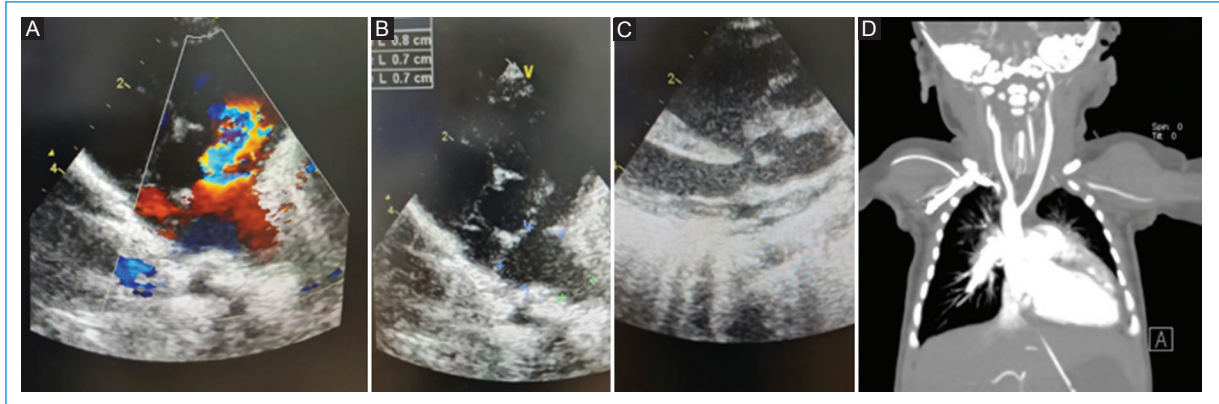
Hallazgos ecocardiográficos y angiográficos. A: se observa el anillo de la válvula pulmonar con dilatación aneurismática de las ramas de la arteria pulmonar y aliasing doppler a nivel anular. B: dilatación de las ramas de la arteria pulmonar, rama derecha de 7 mm y rama izquierda de 6 mm. C: anillo aórtico cabalgando el septo interventricular. D: incremento del tamaño de las cavidades cardíacas derechas con estenosis pulmonar; el tronco principal de la arteria pulmonar de 10.5 mm de tamaño, su rama derecha de 11.4 mm y su rama izquierda de 9.6 mm. Comunicación interauricular (CIA) de 4 mm de diámetro. Cabalgamiento de la aorta sobre el *septum* interventricular. Arco aórtico derecho con arteria subclavia aberrante del lado izquierdo [Servicio de Imagenología y Radiología del Hospital «Vicente Corral Moscoso». Cuenca, Azuay, Ecuador; 04/01/2023].
